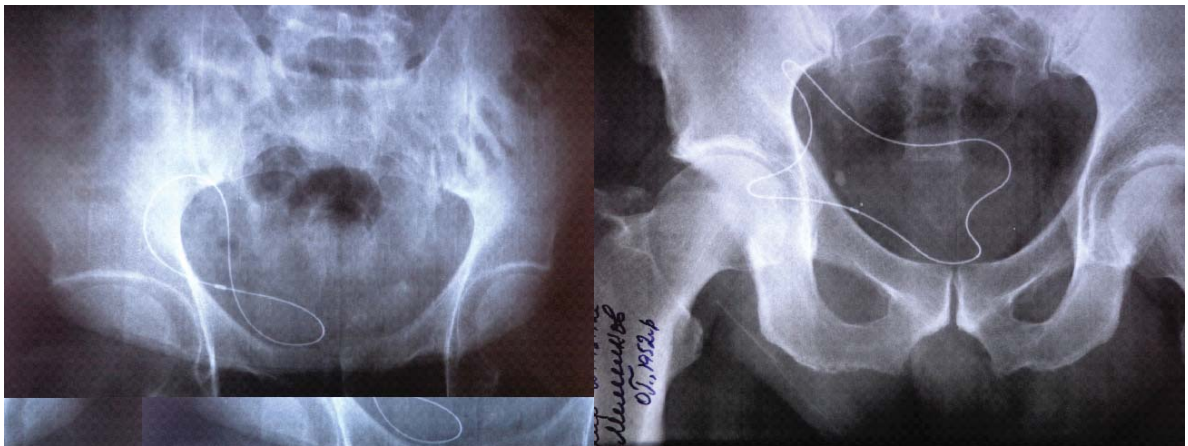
Рентгенограми хворих, оперованих із застосуванням поліпропіленових сіток з нітіоловим каркасом
